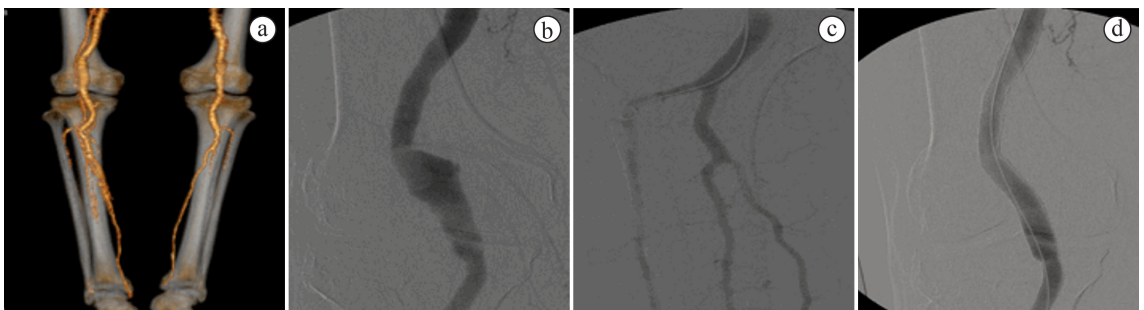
(a) Tomografia pré-operatória; (b) Arteriografia inicial; (c) Leito distal; (d) Arteriografia controle.
